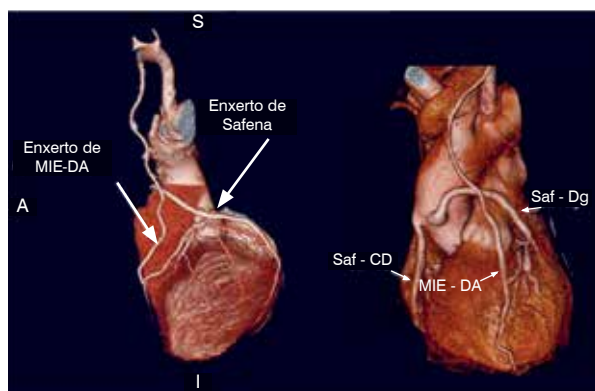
Reconstrução de Angiotomografia 3D de pacientes submetidos a revascularização cirúrgica do miocárdio. Observa-se trajeto de enxerto de artéria mamária interna esquerda com anastomose em artéria descendente anterior e enxertos vasculares de veia safena com anastomose nas artérias circunflexa, ramo diagonal e coronária direita.
